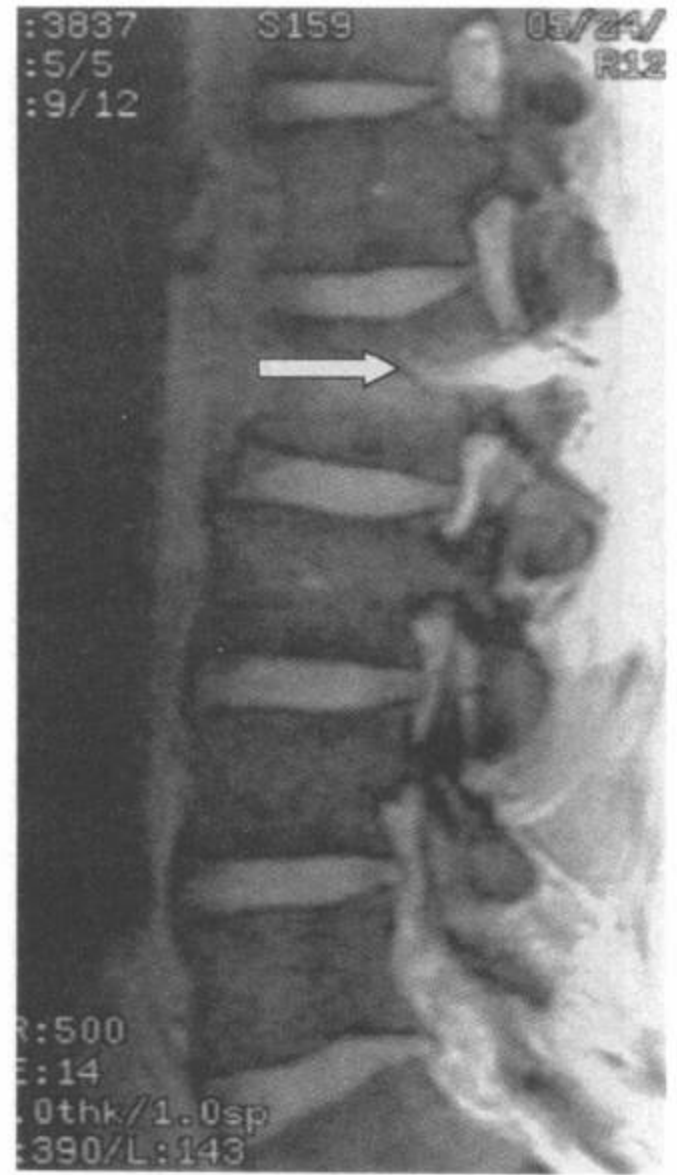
L2 Chance 骨折。矢状面梯度回波图像显示 L2 椎体上终板下压和一条从 L2 后部皮质延伸到后部结构的水平骨折线 (箭)。(From: Flanders AE, Croul SE. Spinal trauma. In: Atlas SW. Magnetic Resonance Imaging of Brain and Spine.3<sup>rd</sup> ed. Philadelphia:Lippincott Williams & Wilkins;2002:1776, with permission.)
